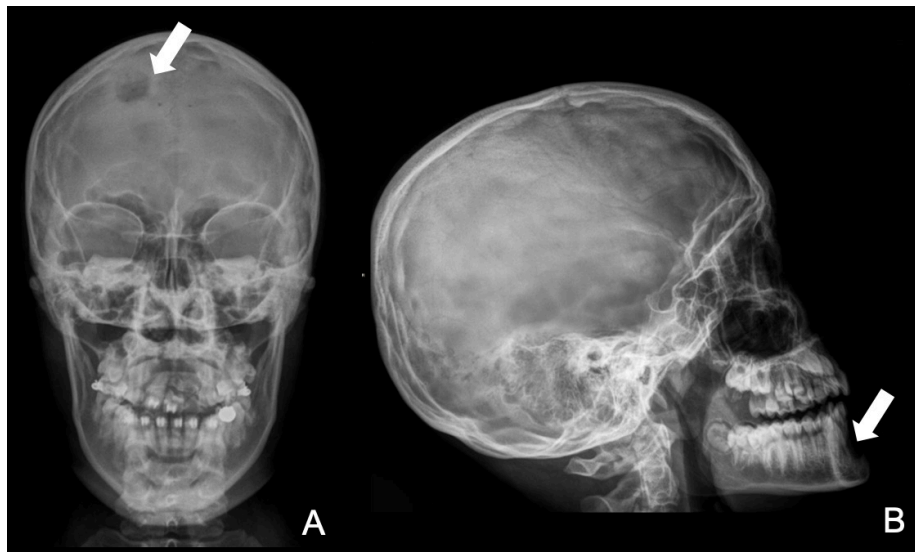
Radiografia frontal de paciente de 36 anos em situação de rua, notando-se lesão osteolítica frontal direita, na topografia de lesão dermatológica clinicamente avaliada. O diagnóstico final foi de míase. B: Radiografia lateral de menino de 15 anos, com lesão osteolítica no mento, cuja avaliação por tomografia concluiu tratar-se de abscesso odontogênico.
